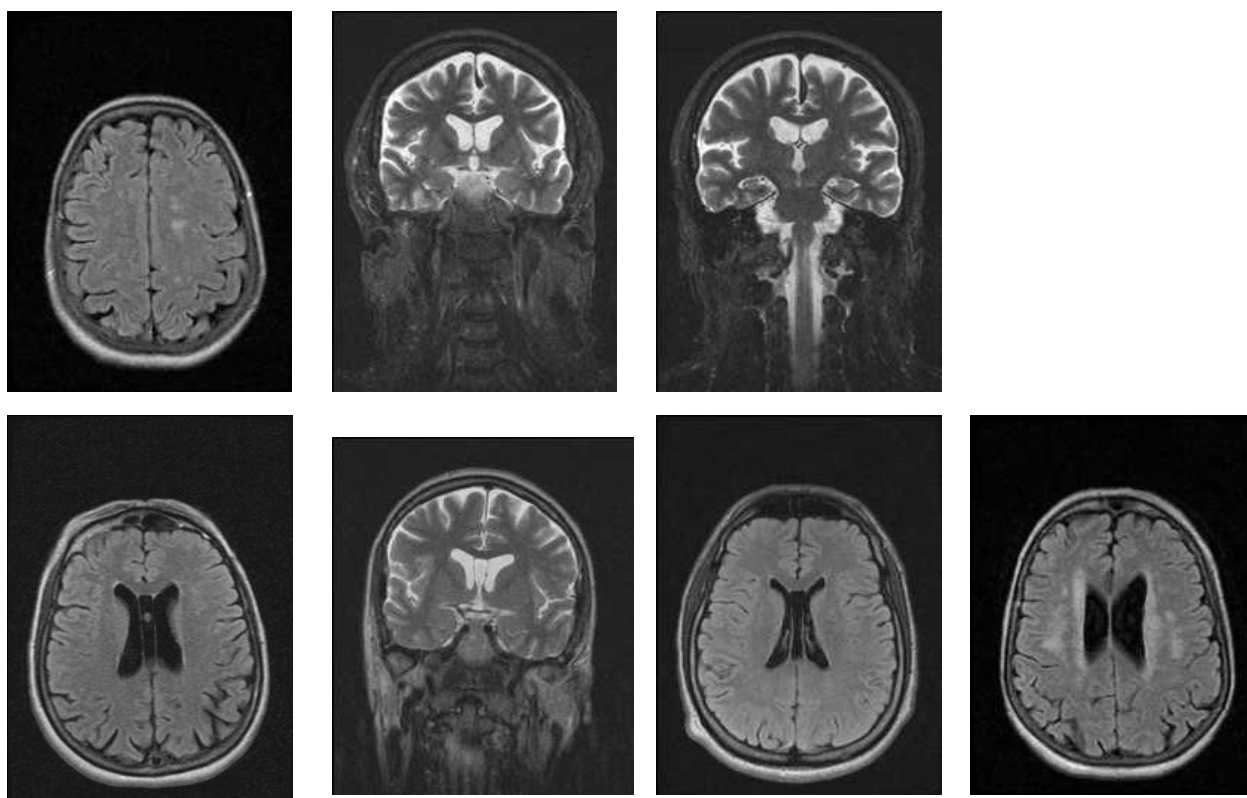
ЯМР томография больного с синдромом Мартланда
